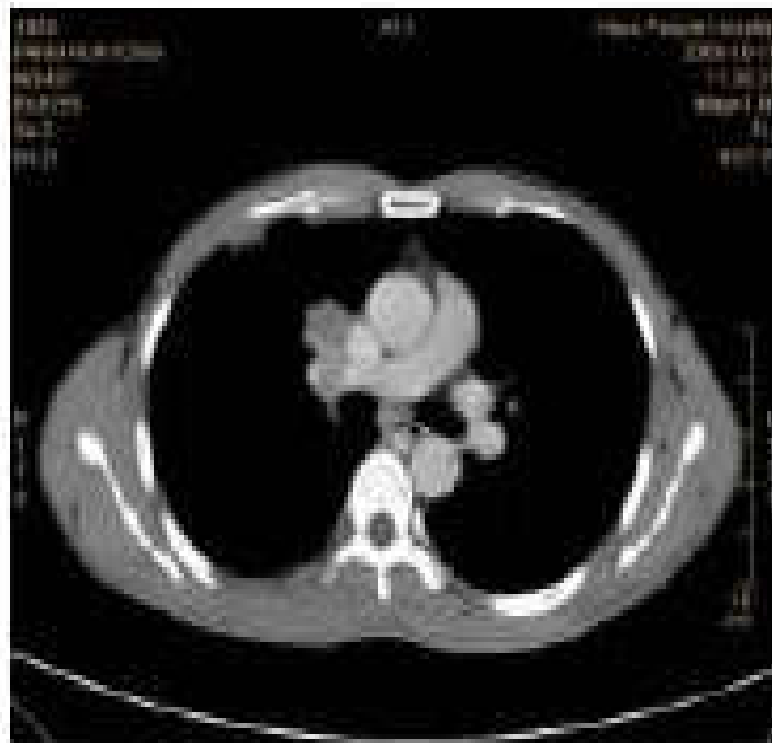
纵膈型肺癌(隐匿型),胸部 X 线平片漏诊,CT 扫描发现
